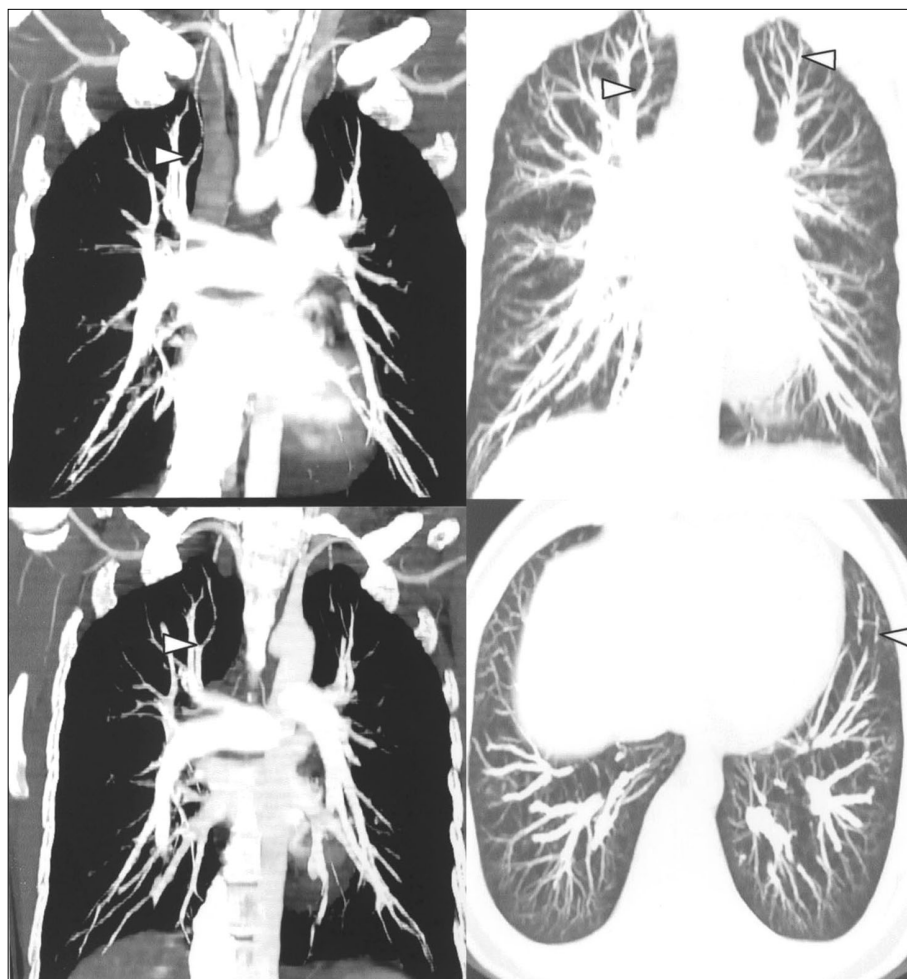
Multiple systemic pulmonary fistula on chest CT image. Arrow heads indicate connection between systemic artery and pulmonary artery.
